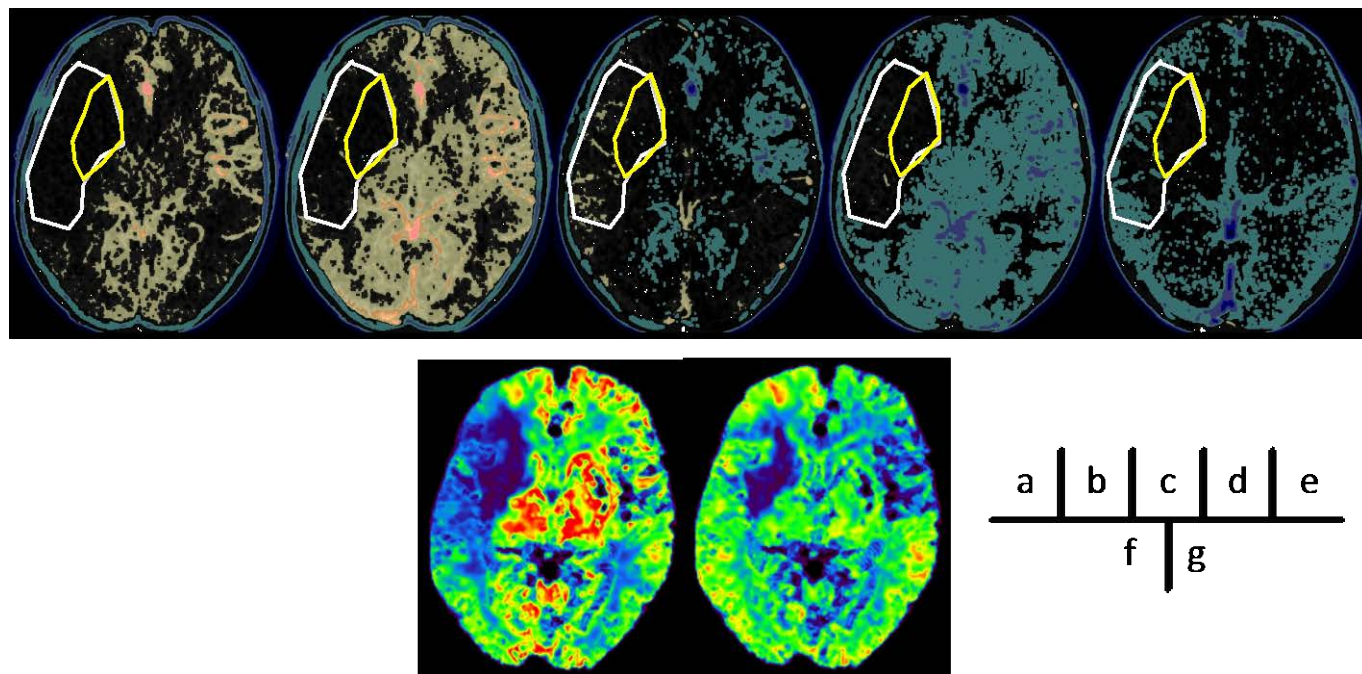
Image of sequential subtraction 4D-CT and CT perfusion. In 4D-CT of sequential subtraction, yellow is inflow area, and blue is outflow area.
